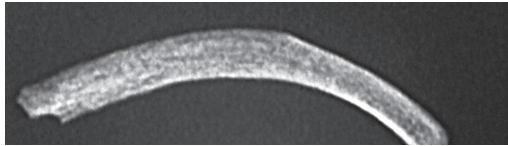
wie 20, Röntgendarstellung des längsten Rippenfragments mit Querfraktur.
